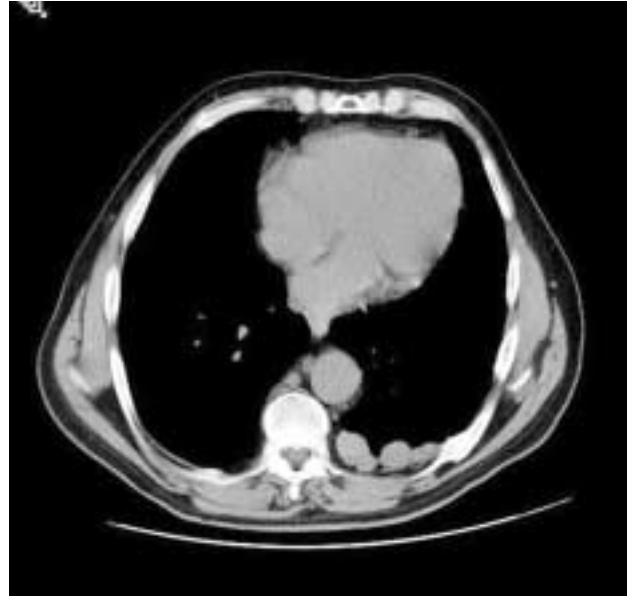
TAC torácica que muestra la presencia de varias masas en hemitórax izquierdo.
